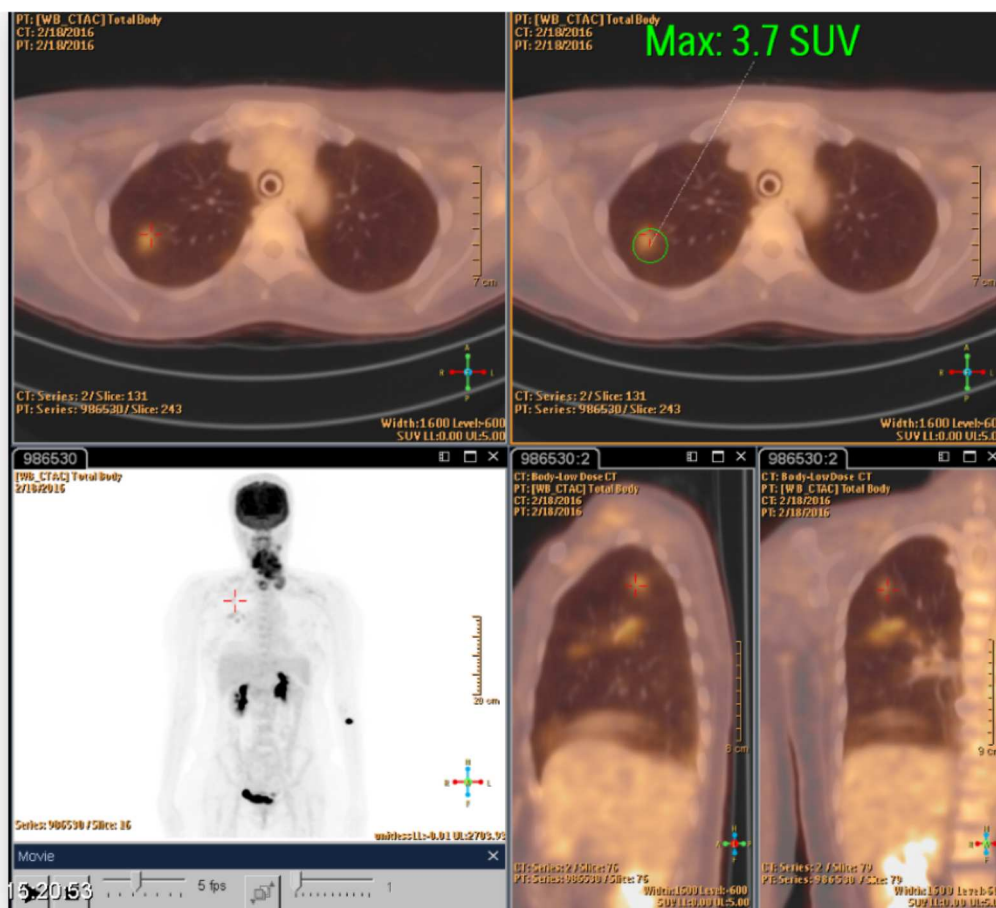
(PET-TC) captação de metástases pulmonares à direita.
